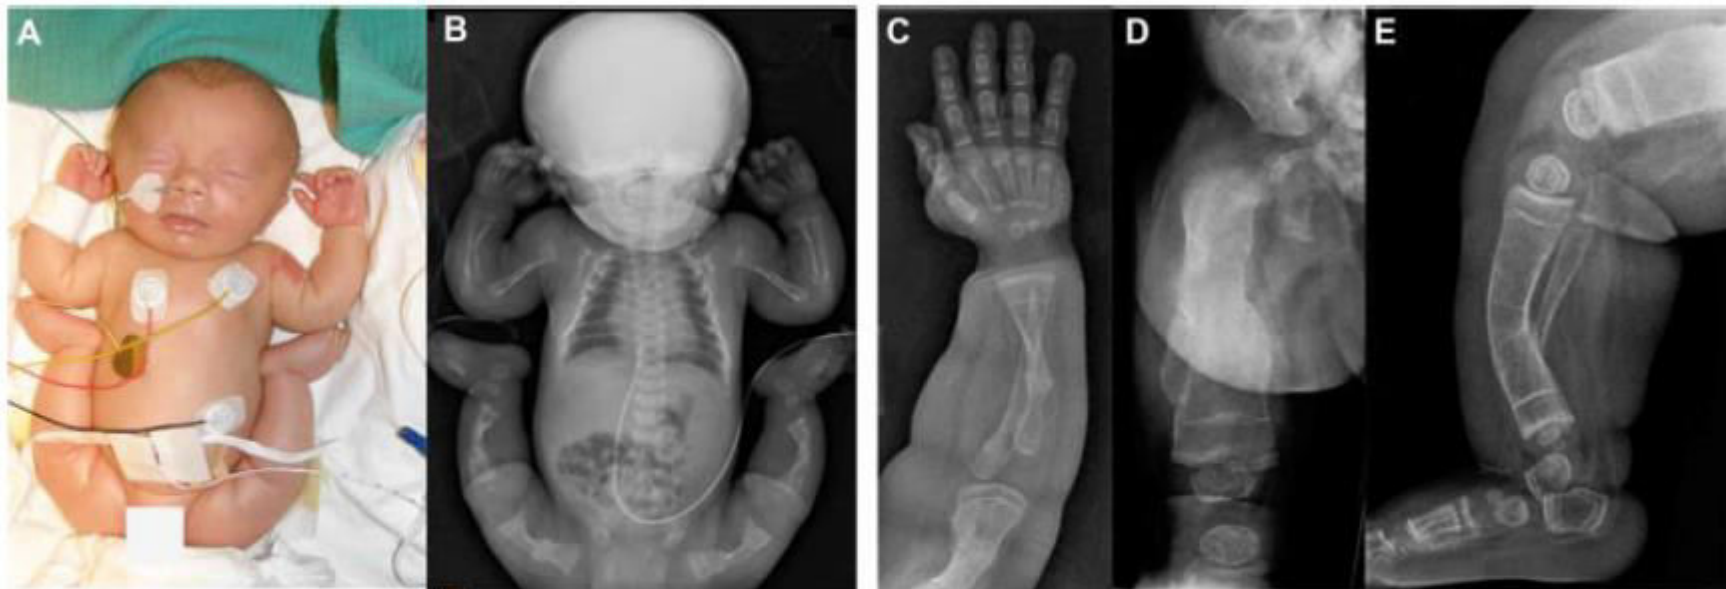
Patient with recessive OI due compound heterozygous nonsense mutations in CRTAP. Photograph at birth (A) and babygram at birth (B) showing multiple fractures of femurs and tibiae, bowing of humeri, radii and ulnae, and slender ribs with no overt fractures. Radiographs at the age of 7 months following bisphosphonate treatment from age 5 months (C–E). Bisphosphonate-induced sclerotic lines are visible, but generalized osteopenia persists. There is bowing of ulna and radius (C); consolidating fractures in humerus and radius (D). The right femur shows the consequences of multiple fractures with considerable bowing and shortening; tibia and fibula are bowed (E). Overall, the severe radiographic features are indistinguishable from those of collagen 1-related OI type III (*Images courtesy of Children's Hospital Luzern and University Children's Hospital Basel, Prof. C. Hasler*).
